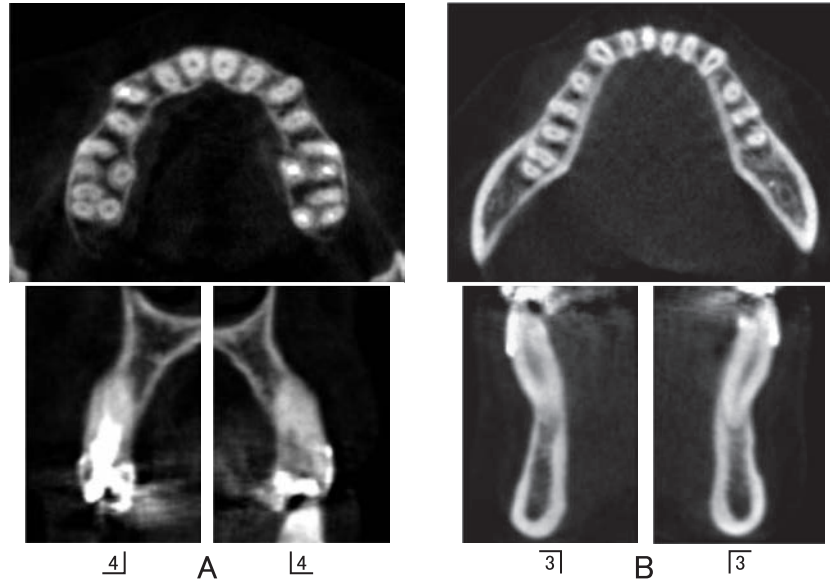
CBCT images of horizontal section and labiolingual sections at retention (39Y0M). A: Maxilla. B: Mandible.
